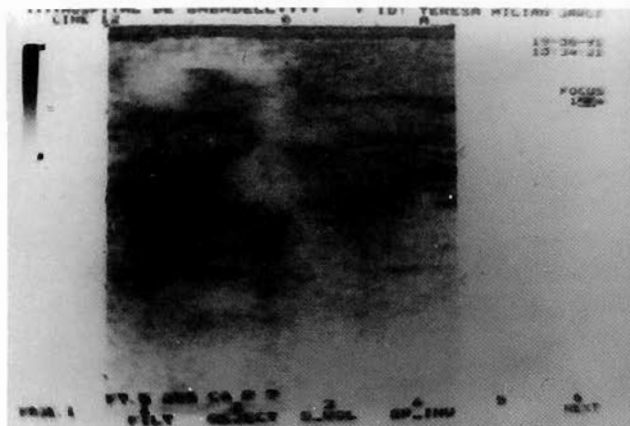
Echo-Doppler: vena varicosa en parte superoizquierda de la imagen. Comunicante vertical en el centro.
